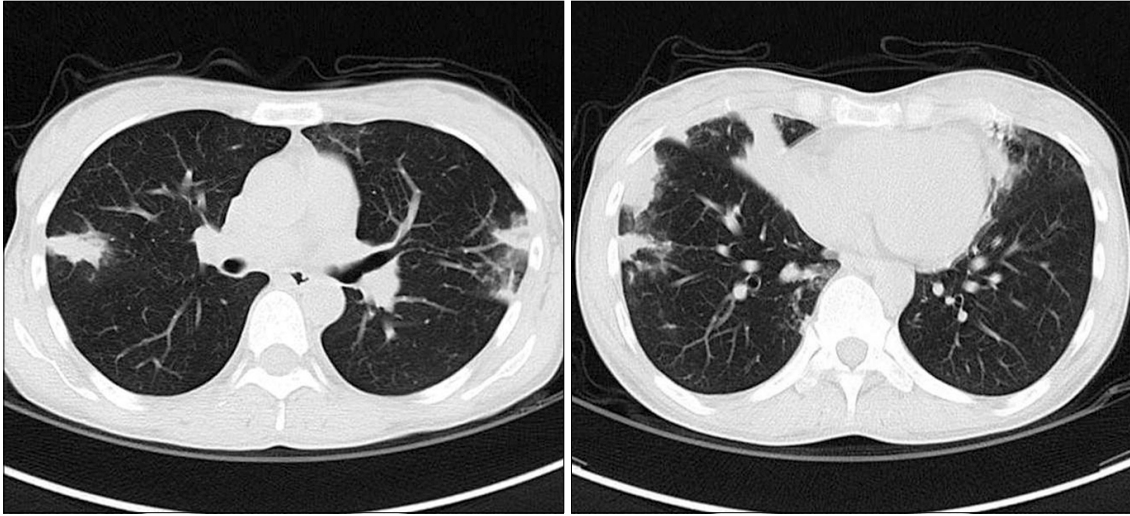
The chest HRCT shows multiple peripheral macronodules and patchy consolidation in both the mid-lung and lower lung field.
